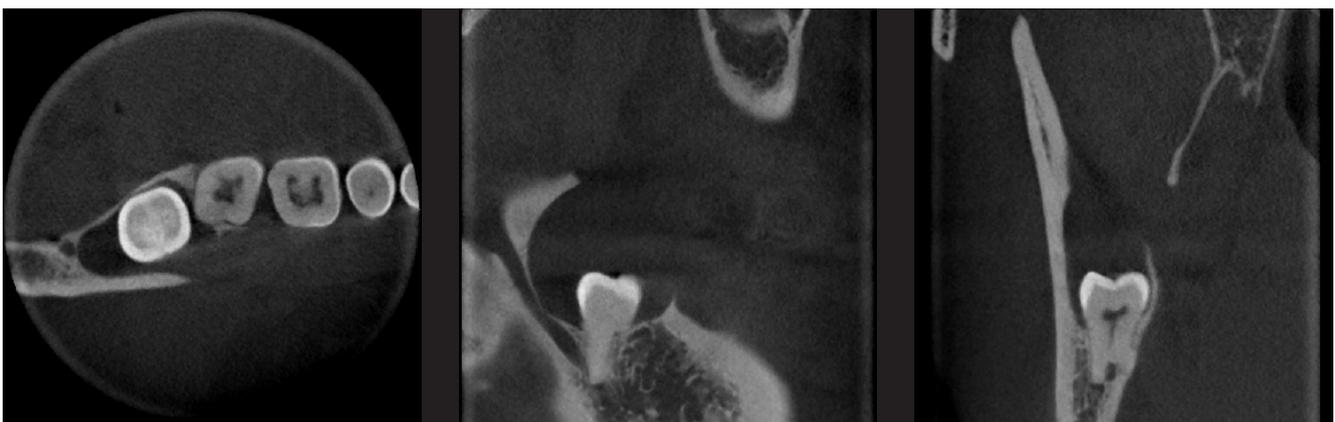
Die dentale Volumentomographie des Zahnes 48 lässt den interradikulären Verlauf des Canalis mandibularis erkennen. Aufgrund der typischen Lagebeziehung der Zahnkrone zur Zyste wurde die Verdachtsdiagnose follikuläre Zyste gestellt
